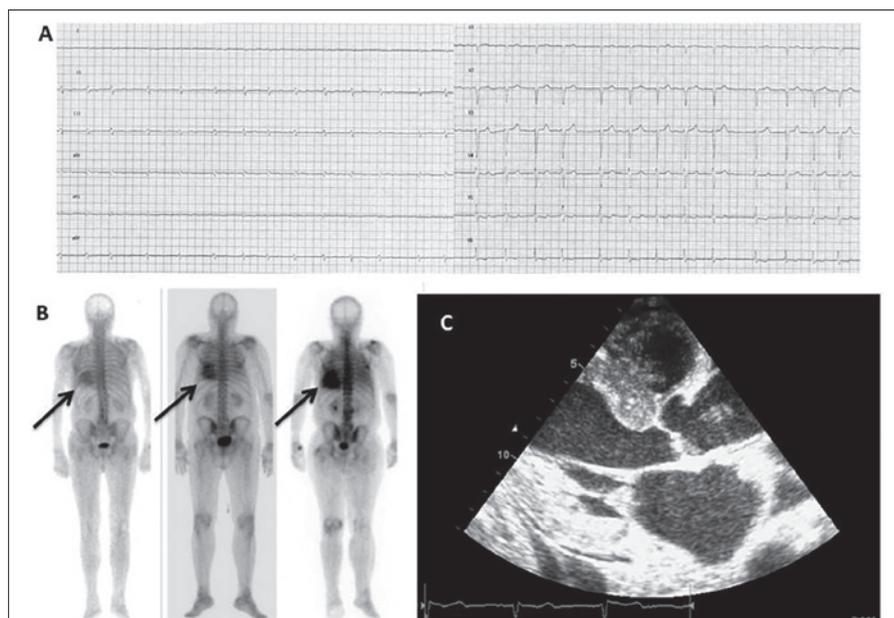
Panel A: Elettrocardiogramma con diffusi bassi voltaggi nelle derivazioni periferiche. Panel B: gradi crescenti (da sinistra a destra) di captazione cardiaca durante scintigrafia con tracciante osseo, indicativi di amiloidosi cardiaca; Panel C quadro ecografico suggestivo di amiloidosi cardiaca con ispessimento delle pareti del ventricolo sinistro associate a marcata iperreflettenza del miocardio.
